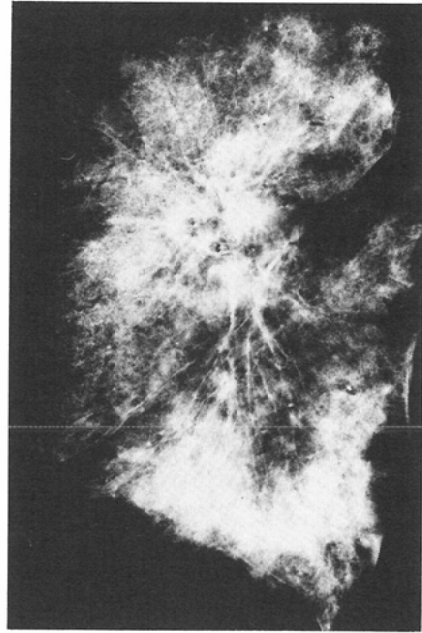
Case 1, roentgenogram of fixed lung. There are widespread parenchymal shadows of water density.
